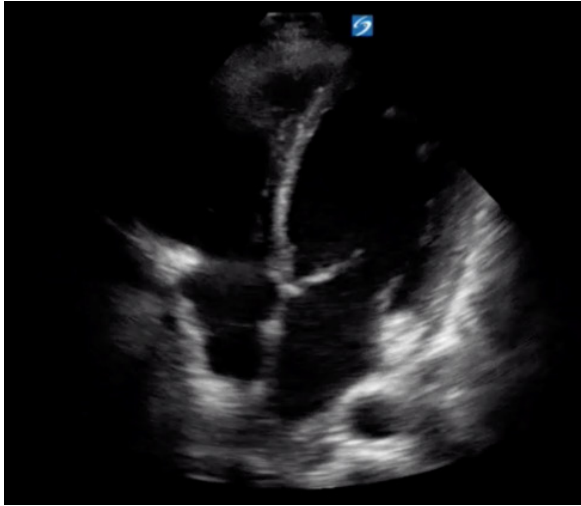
Una ecografía y la ilustración correspondiente de un corazón con miocarditis y ventrículo izquierdo agrandado.
